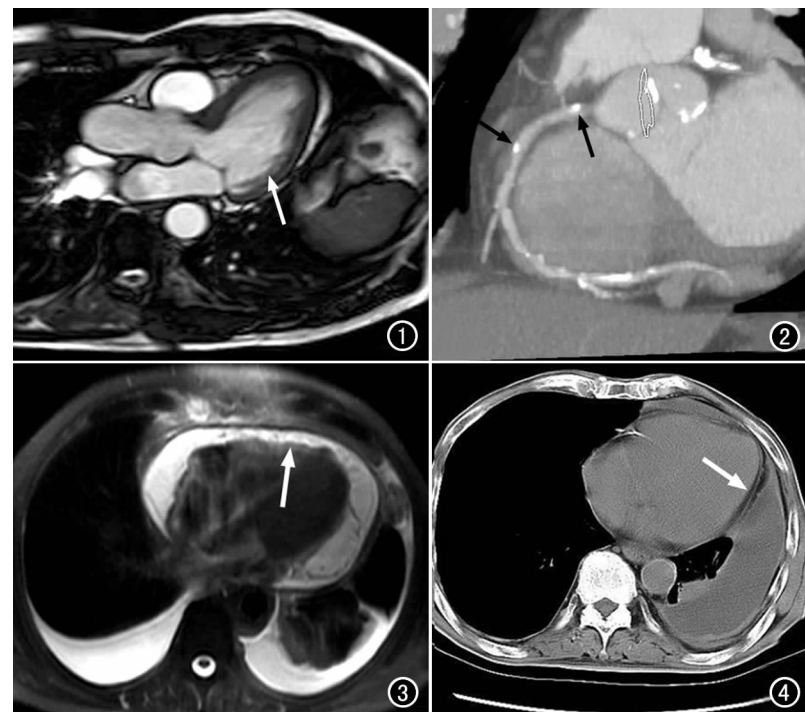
MR 图像(2D FIESTA 序列)血池与心血管结构的壁之间存在良好对比(箭)。 图 2 CT 图像对冠状动脉钙化(箭)最敏感, 可行钙化分析。
